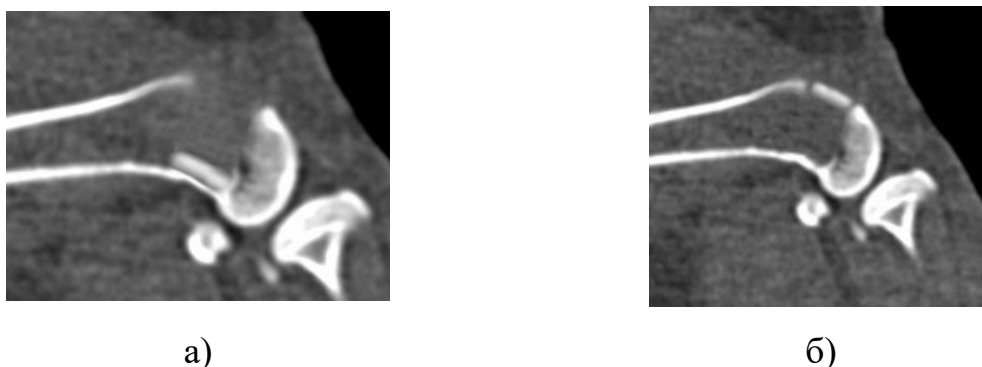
МСКТ зоны сформированного дефекта: а - эктомированный фрагмент кортикальной пластинки внедрен в спонгиозную ткань, б - фрагмент «поднят» и фиксирован в исходном положении
